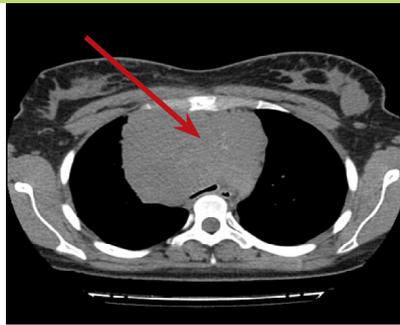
Рисунок № 6. На снимках КТ представлена лимфома с вовлечением средостения до и после лечения. После химиотерапии на месте опухоли есть остаточное образование (рубец). (Рисунок предоставлен к.м.н., врачом-гематологом Мангасаровой Я.К.).
